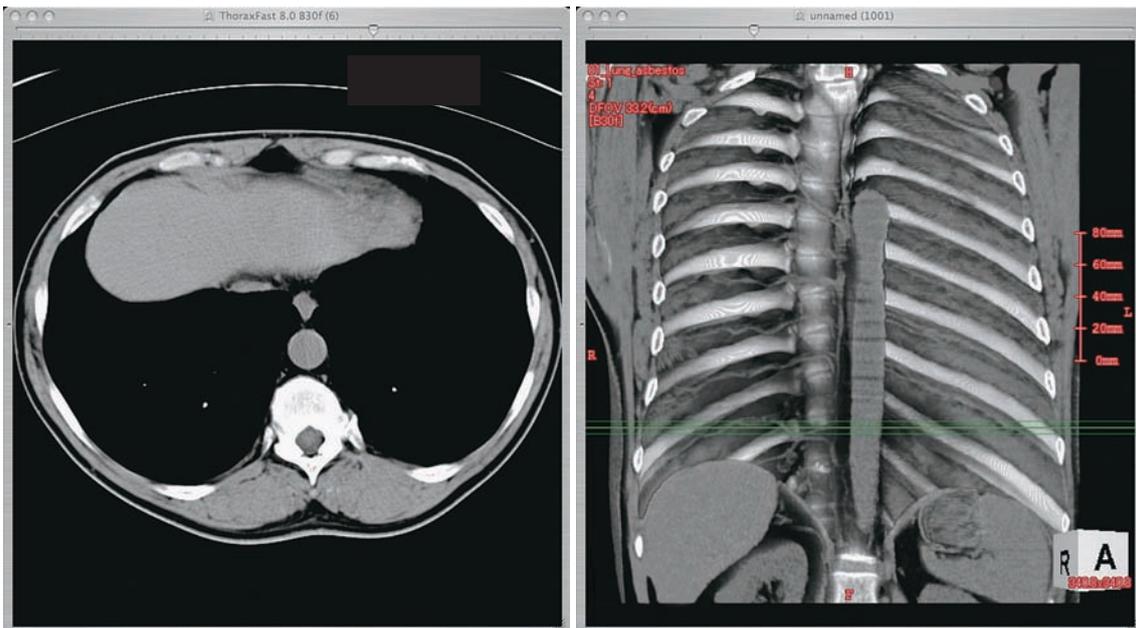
左：CT画像（縦隔条件） 右：胸壁3D表示
